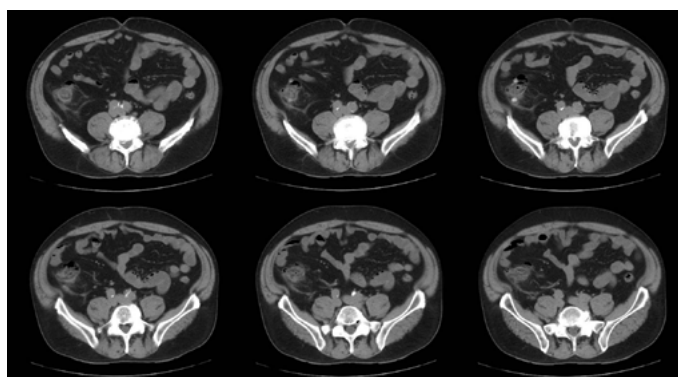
TAC de abdomen (cortes axiales): cambios en la grasa mesentérica a nivel del ciego y colon ascendente; divertículos calcificados.
